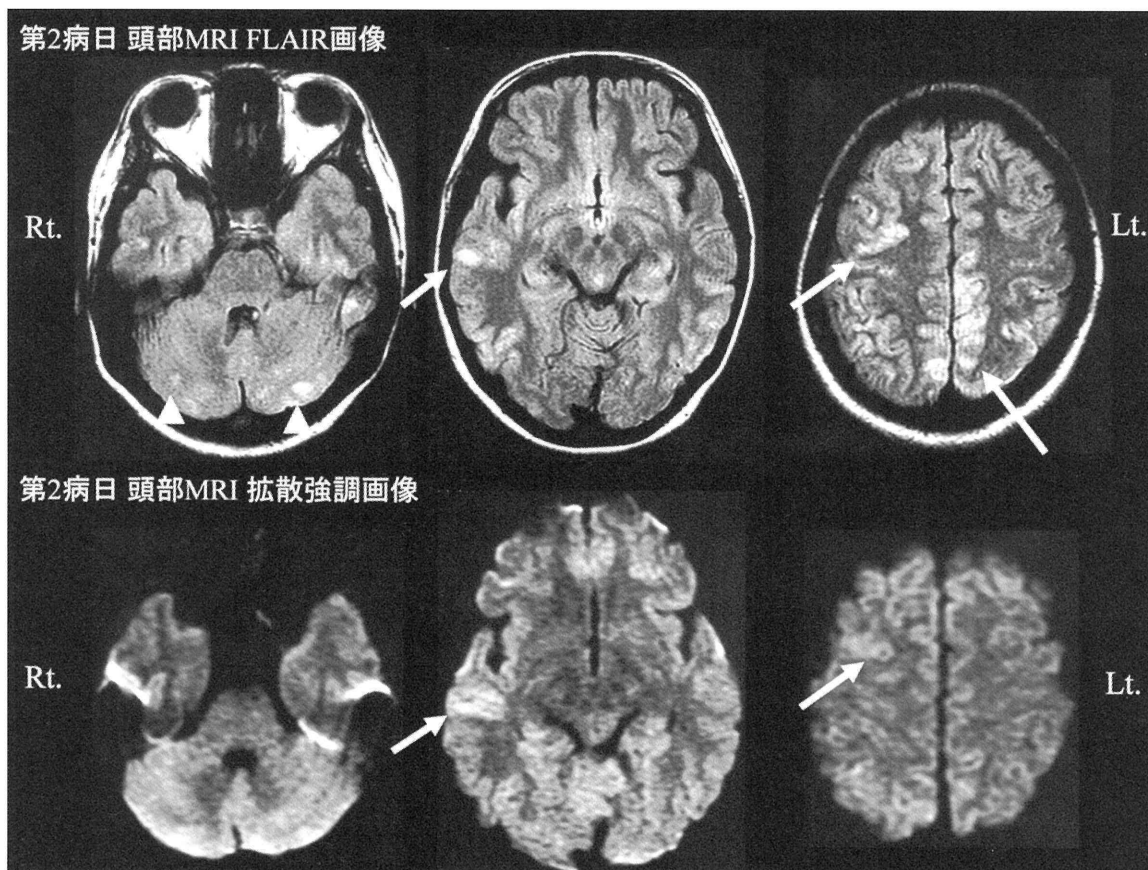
矢頭：頭部 MRI FLAIR 画像で小脳半球に高信号域を認める。
